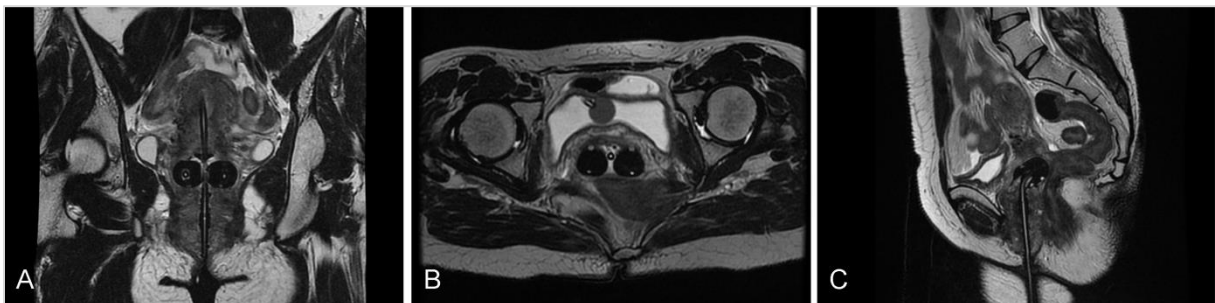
IRM pelvienne réalisée applicateur en place. Vues frontale (A), axiale (B) et sagittale (C)
